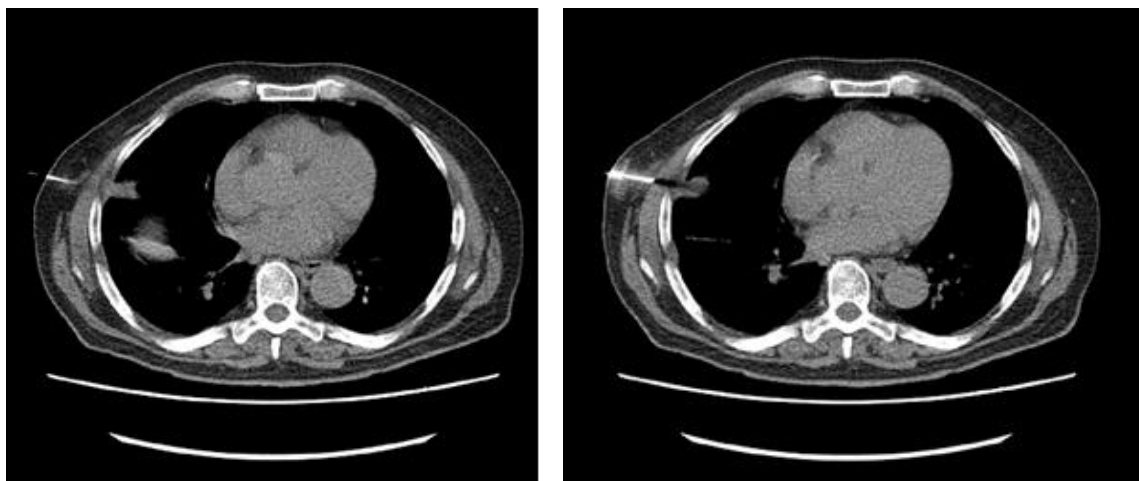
14.3.2018 CT s i.v. k.l.
